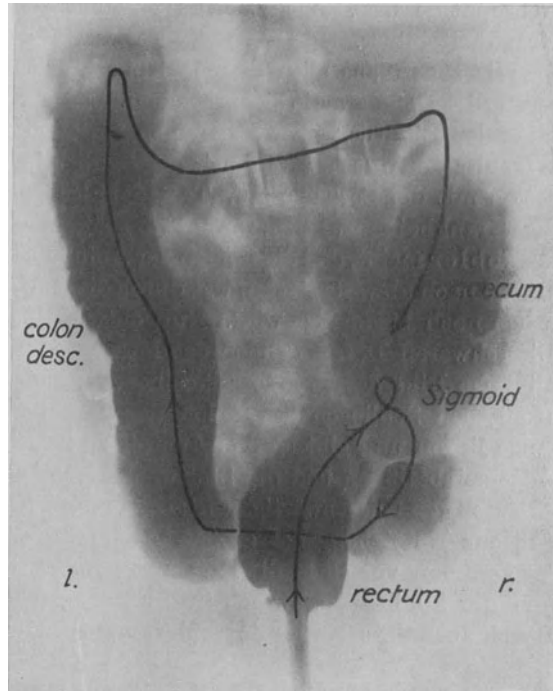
Hedwig W., 2 Jahre, Herterscher Infantilisimus, 31. III. 23. Röntgenbild nach Bariumeinlauf. (Assistent Dr. Wimberger der Klinik Pirquet.)
